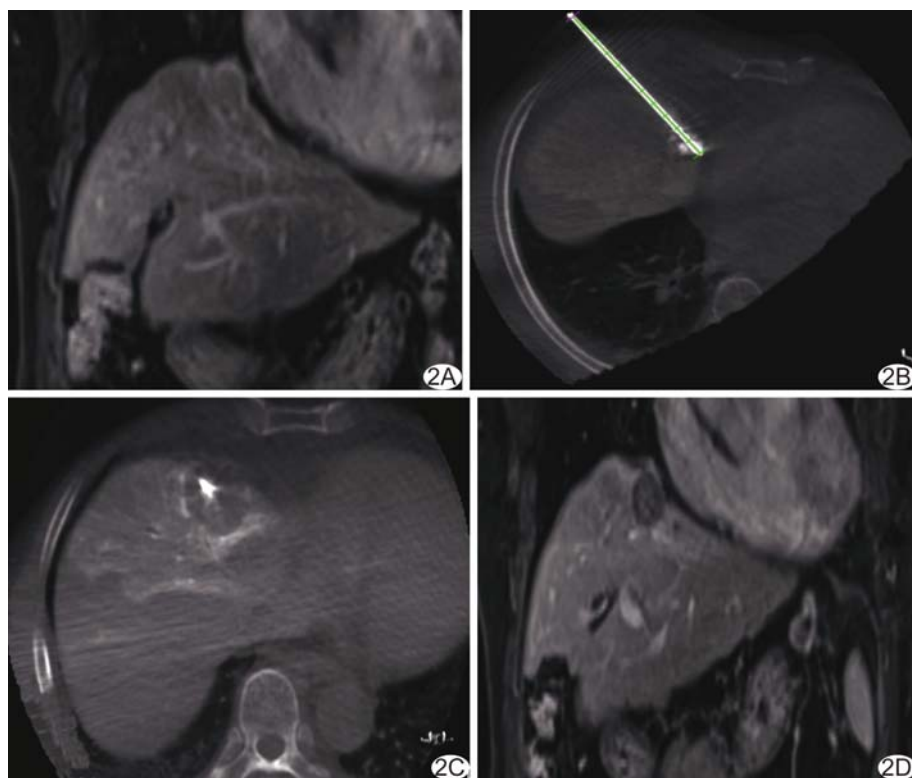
患者男, 49 岁, PHC, 病灶外凸, 邻近膈肌、心包 A. 术前 MRI 示病灶外凸于肝表面; B. TACE 后按照规划路径进行 MWA (45 W、3 min); C. MWA 后病灶完全消融, 周围脏器无损伤; D. 术后 1 个月复查 MRI 示病灶完全坏死
